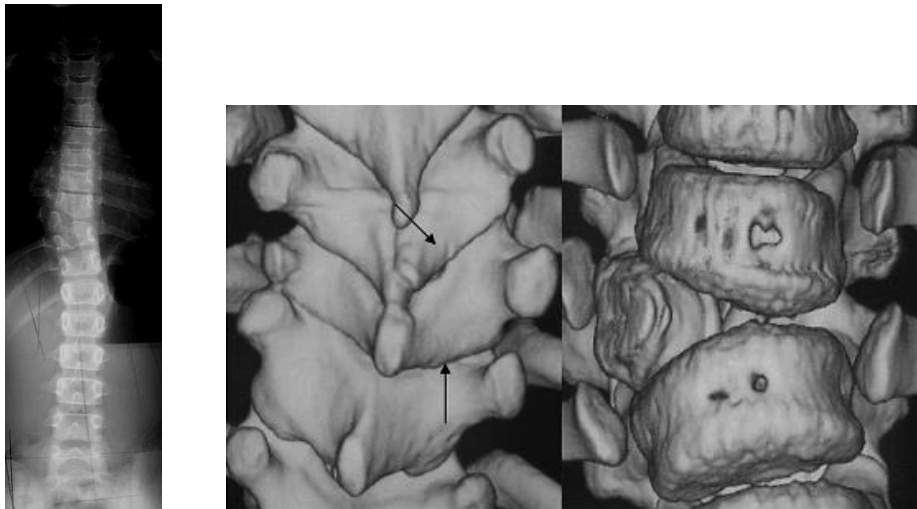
(d'après Nakajima) : sur cette radiographie de face d'une patiente de 7 ans, on aperçoit une hémivertèbre T9 droite. La reconstruction scannographique tri-dimensionnelle révèle un hémicorps vertébral typique, mais avec un arc postérieur quasi-complet.
